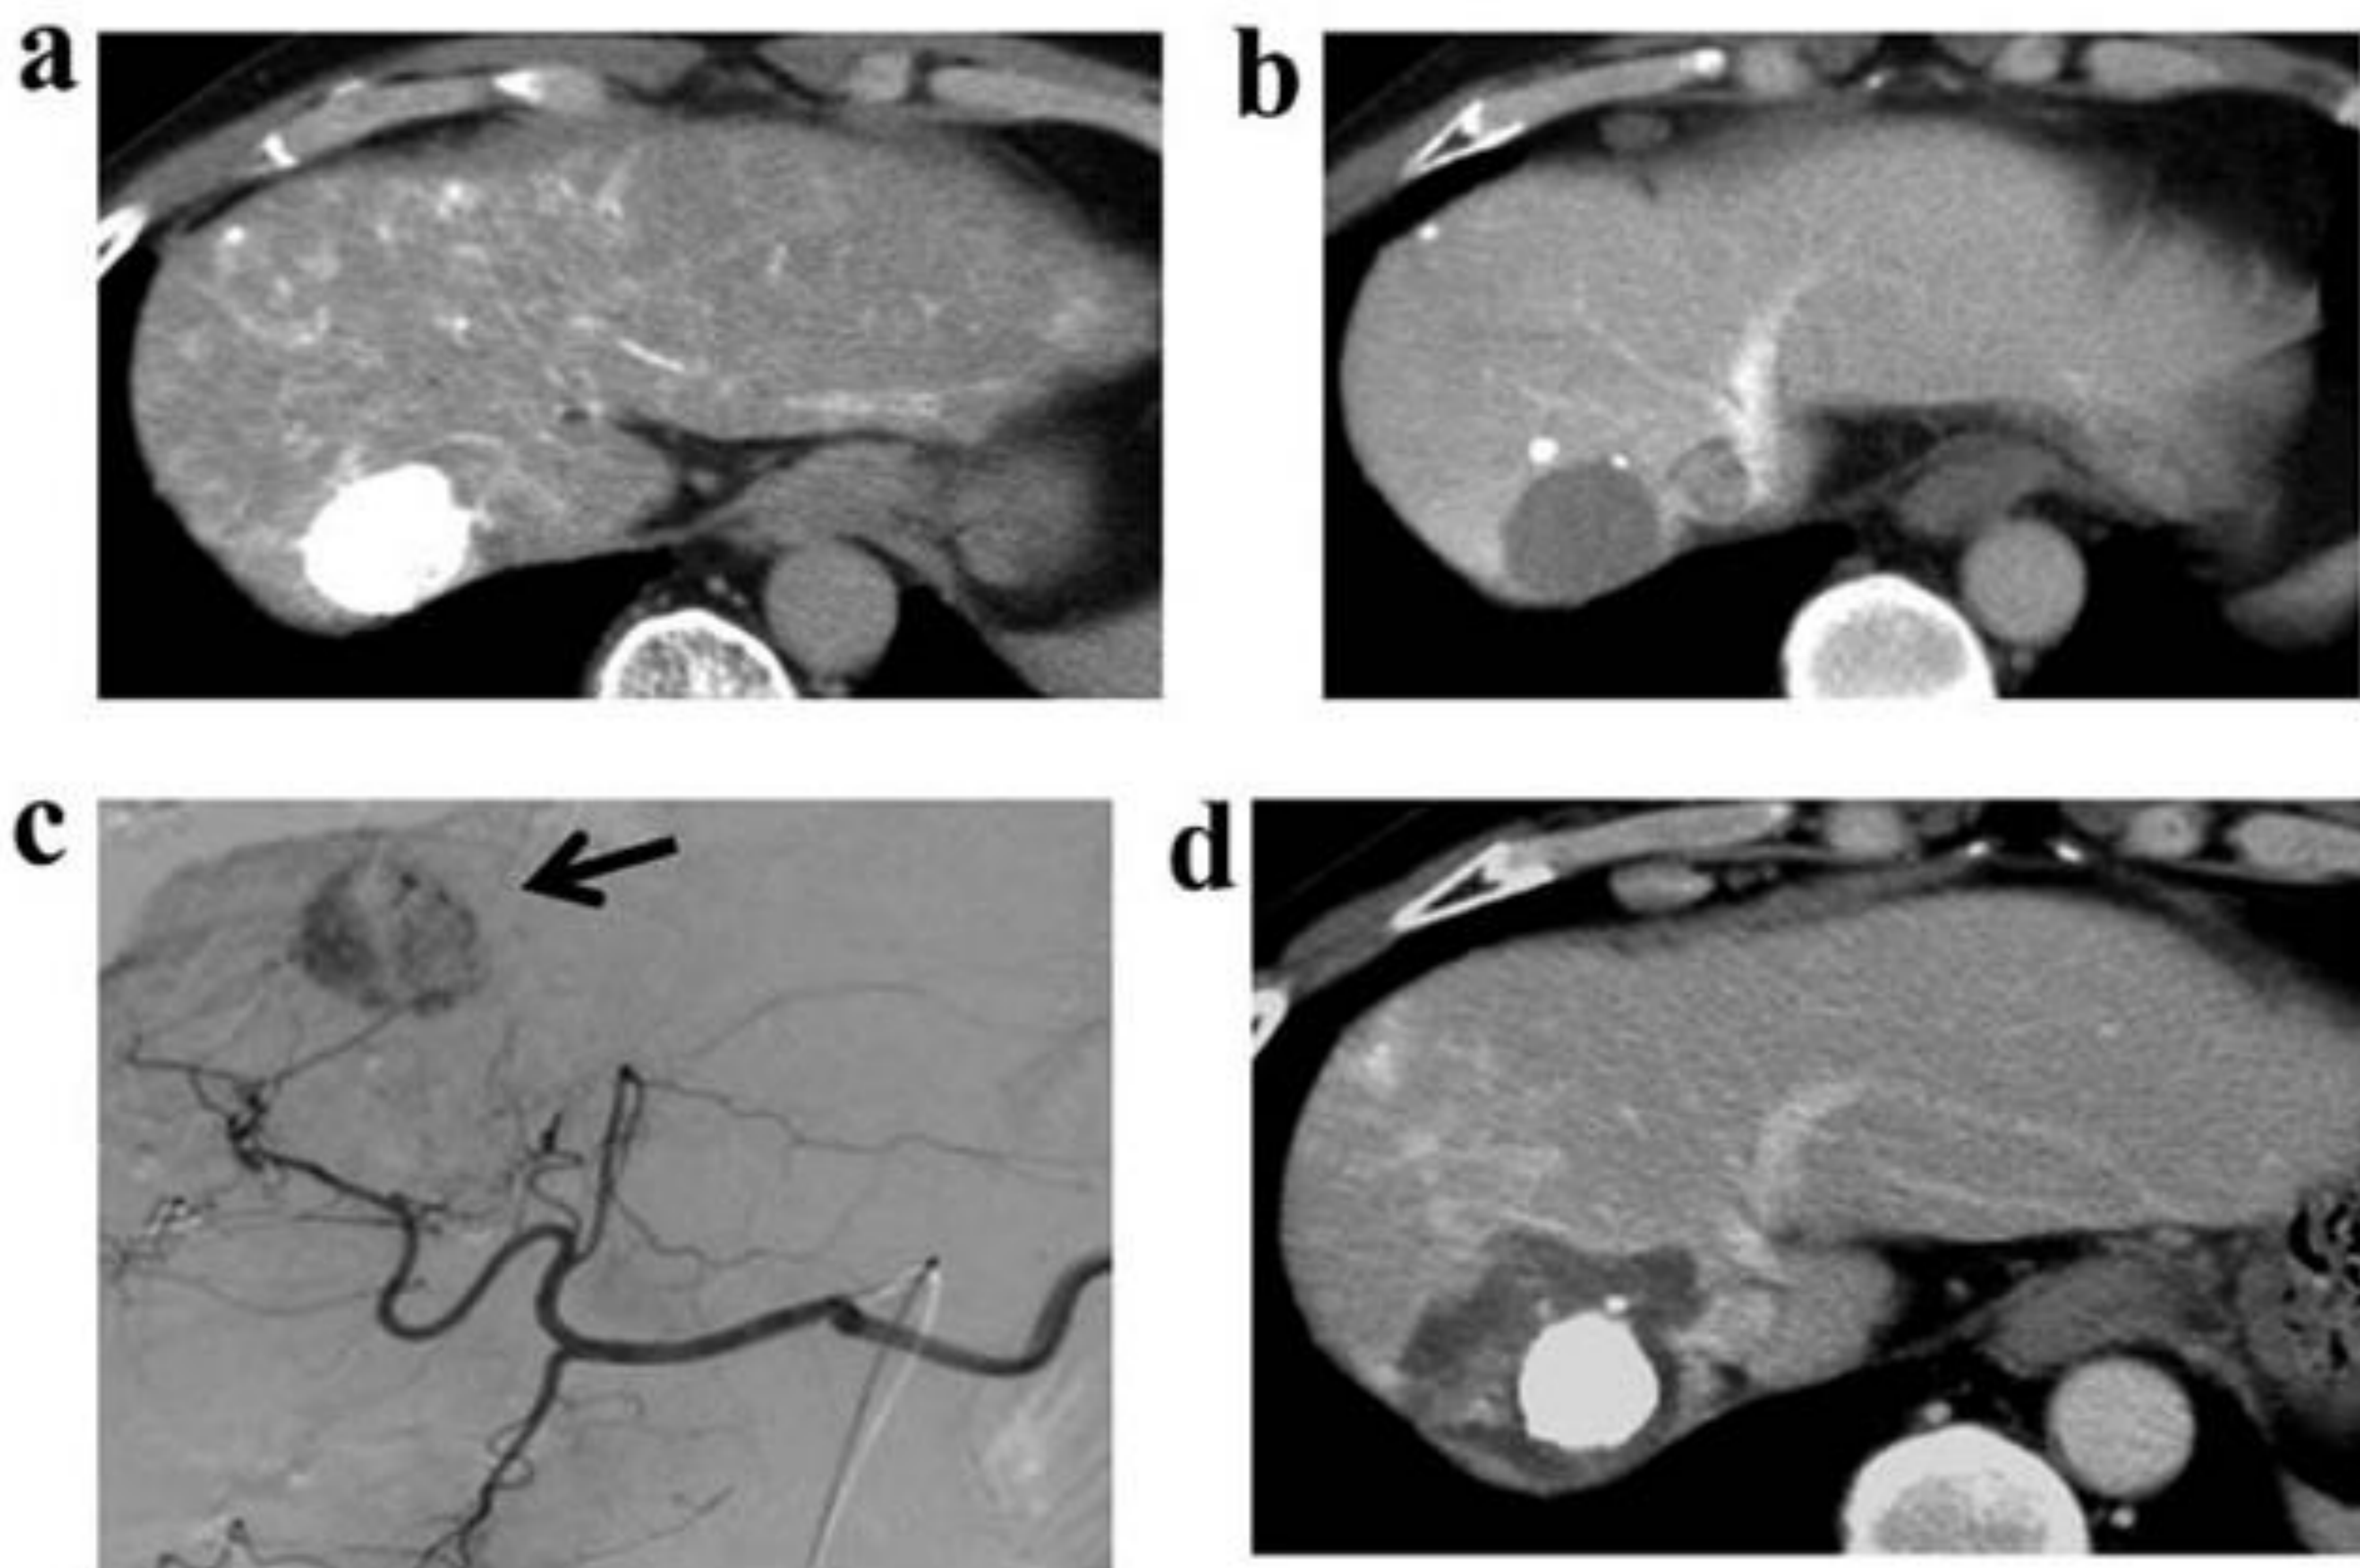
a-d: TC realizado durante la arteriografía hepática con realce de un CHC en segmento VII (a), durante la portografía indirecta con lavado del CHC (b), angiografía con sustracción digital con captación del tumor (flecha) (c) y TC con contraste en fase portal tras TACE y ARF (d) donde se aprecia un acúmulo denso de lipiodol en la localización del tumor y un margen ablativo alrededor del tumor, sin restos tumorales.
